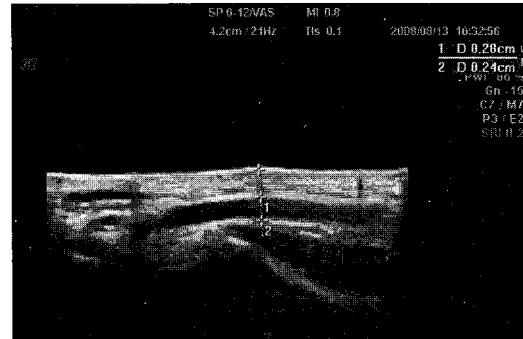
맥파 측정 부위 하 요골동맥의 초음파 B 모드 영상
